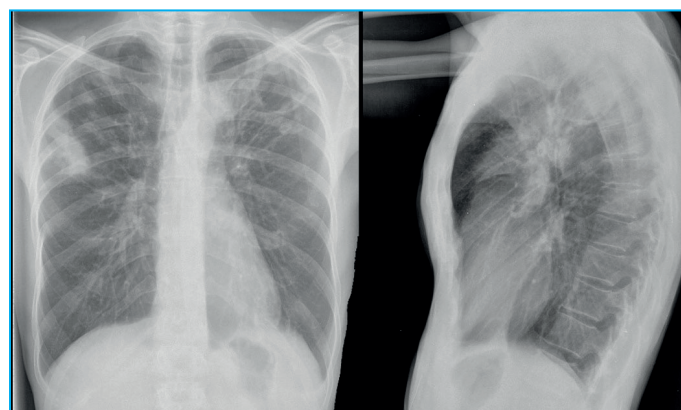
Radiografía de tórax PA y lateral: se observa una lesión de características extrapulmonares en la mitad superior del hemitórax derecho sin identificar alteraciones costales adyacentes (flechas)
